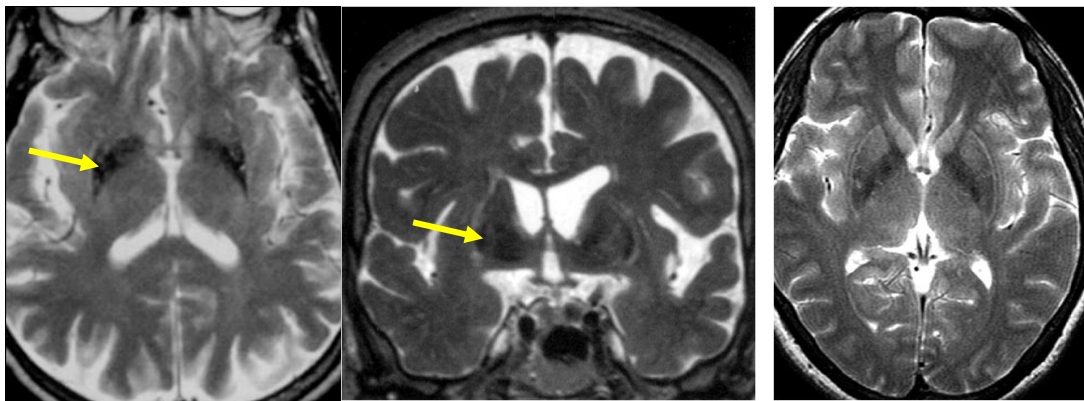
IRM en pondération T2 montrant l'hyposignal au niveau du putamen (flèches) .
